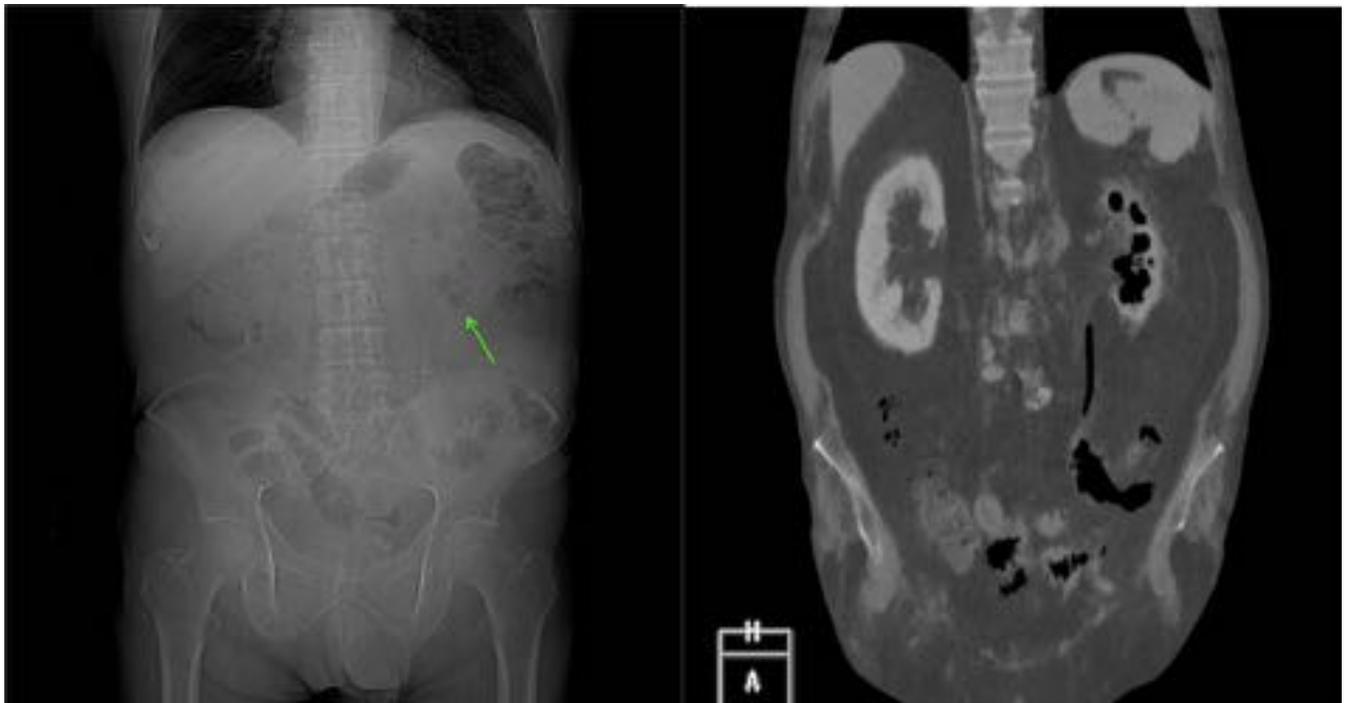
DER: Scout de TC abdominal donde se observa una burbuja aérea proyectada sobre el polo inferior del riñón izquierdo. IZQ: Reconstrucción coronal de TC abdominal donde se confirma el hallazgo en el contexto de una pielonefritis enfisematosa.
